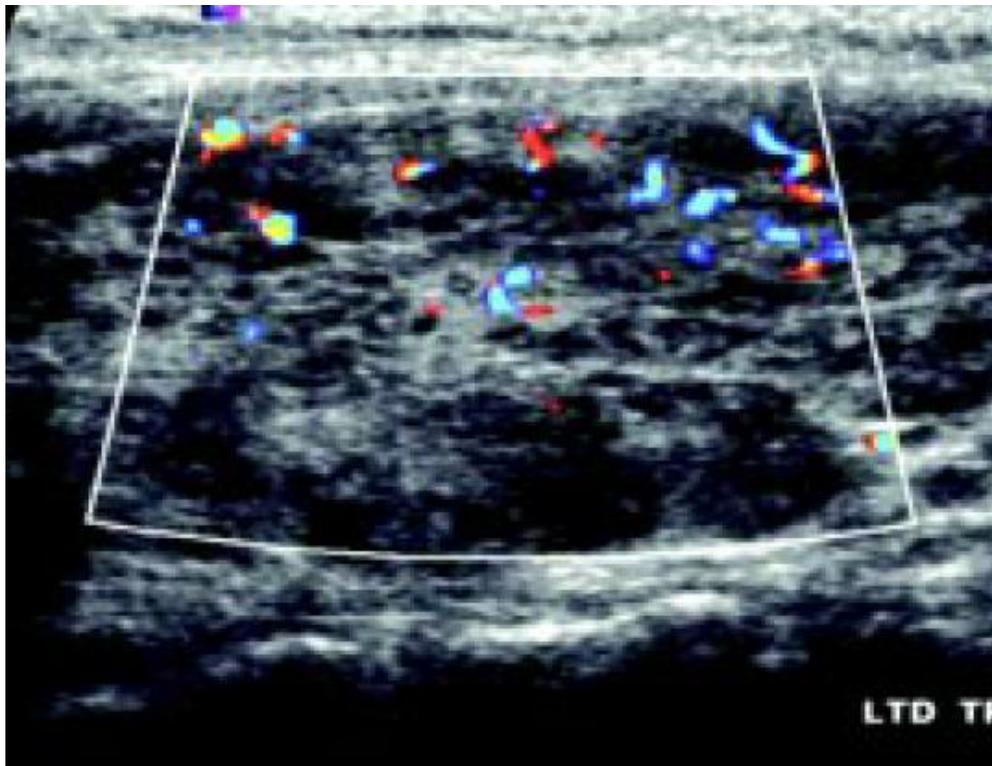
Imagen ultrasonográfica longitudinal, muestra múltiples nódulos sólidos diminutos con septos y vascularidad aumentada.
